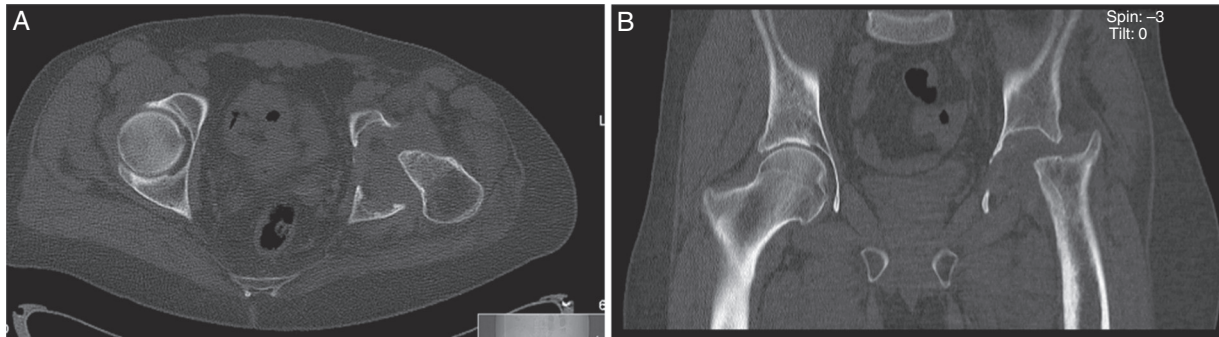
A, TC da bacia (corte axial); B, TC da bacia (corte coronal).
